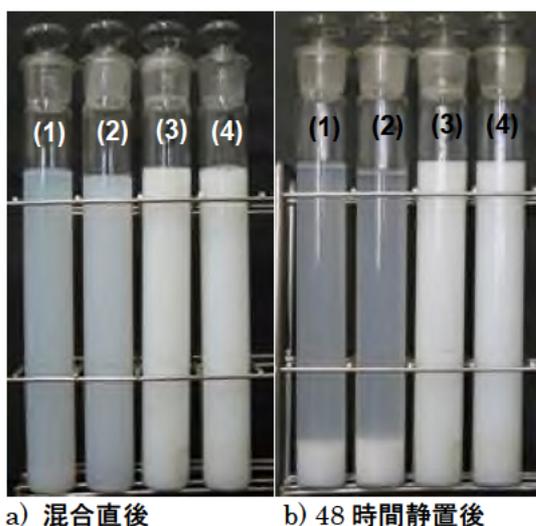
TC-5/EUD 混合コーティング液の写真
